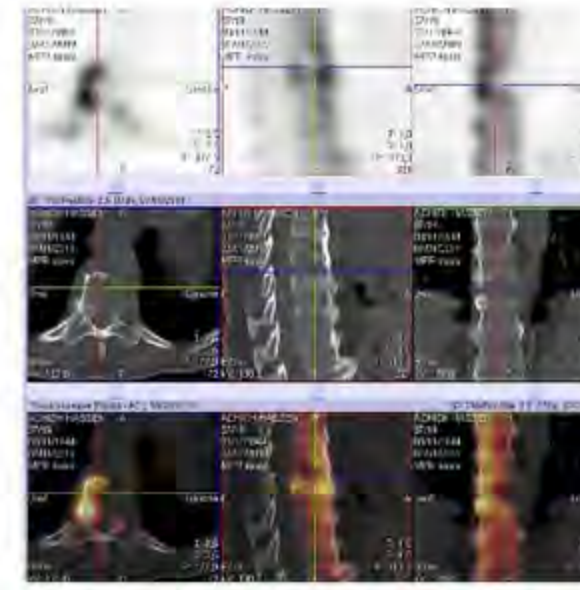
Complément par TEMP/TDM mettant en évidence une lésion ostéolytique au niveau de D9 non visible sur le BCE
